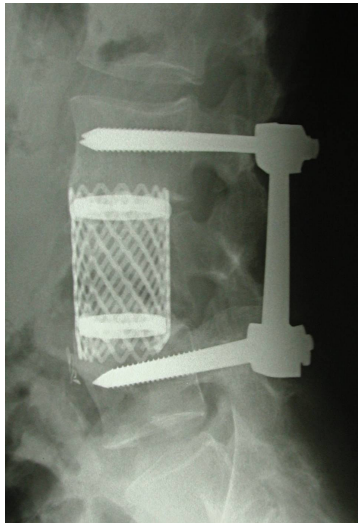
Seitliche Röntgenaufnahme der LWS nach LWK 4-Fraktur, versorgt mit MOSS™-Korb und dorsaler Stabilisierung
